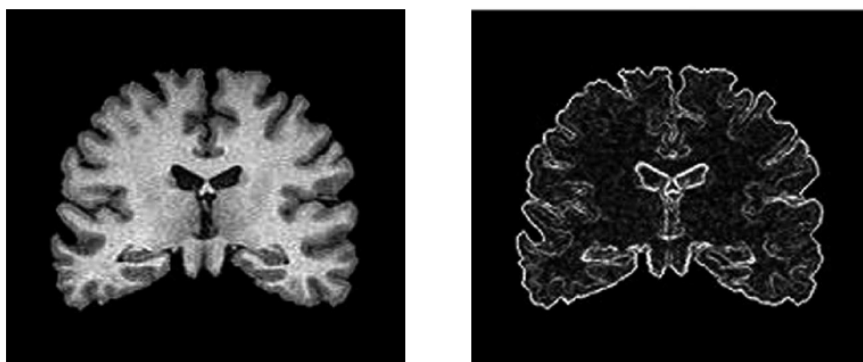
Imagem de RM (direita) e após a aplicação do gradiente (esquerda).
